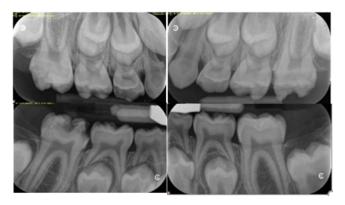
Radiografías Coronales derechas e izquierdas (9 años de edad)
